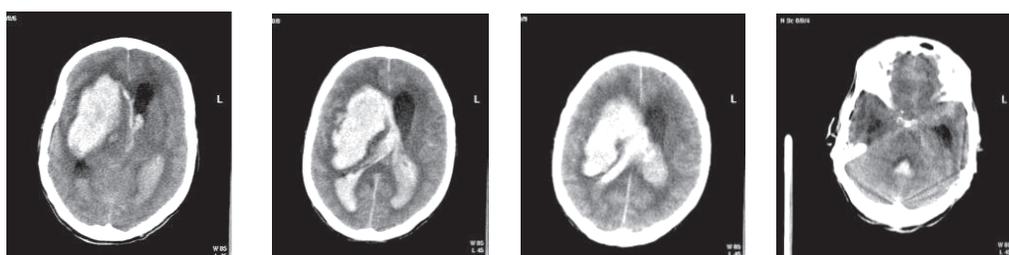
КТ-изображения с обширным кровоизлиянием с прорывом в желудочковую систему.
